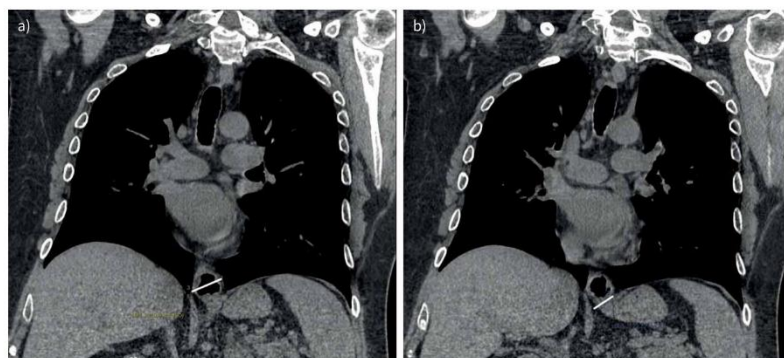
Measurement of hiatal hernia in thoracic computed tomography (coronal reformatted reconstruction). a) Measurement of maximal coronal dimension (maximal distance between right and left margins) of hiatal hernia; b) measurement of gate of hernia (distance between right and left margins of the oesophageal hiatus).
